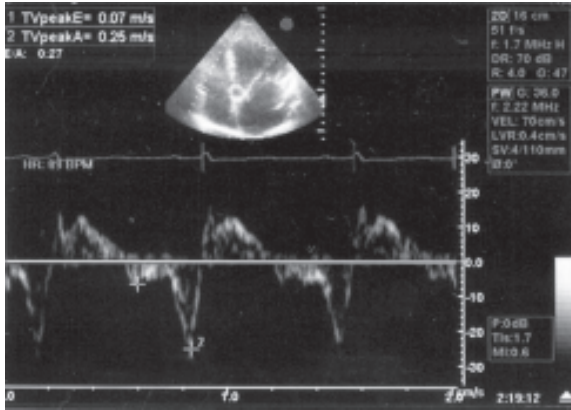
Flujo transvalvular mitral con relación Em/ Ea invertida y en doppler tisular Ea < Aa
